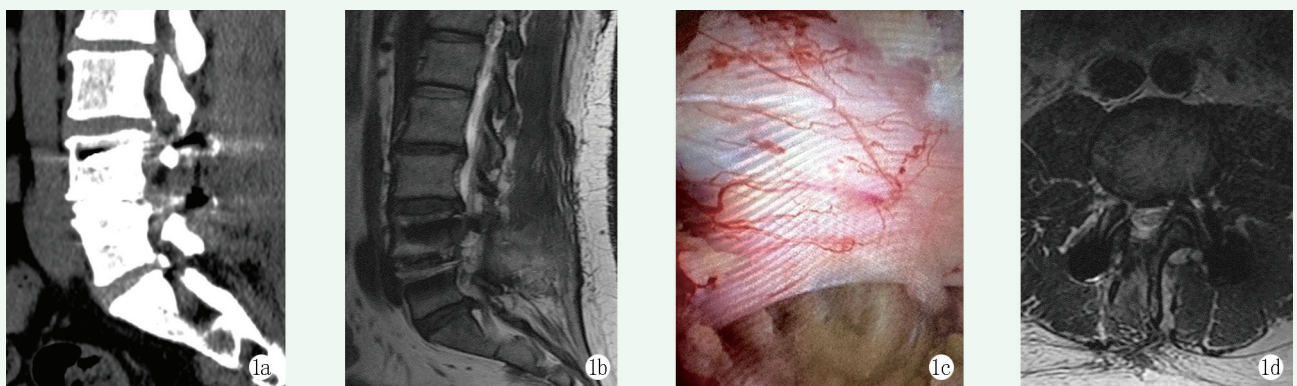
患者，男，37 岁，因腰椎椎管狭窄合并腰椎间盘突出，行  $L_{4/5}$  节段 PLIF，2 年后再次出现下肢症状。1a, 1b: 术前腰椎 CT 及腰椎 MRI 示  $L_{3/4}$  椎间盘突出，椎管狭窄；1c: UBE 术中充分减压，显露神经；1d: 术后腰椎 MRI 示突出的髓核已摘除，神经减压满意。
